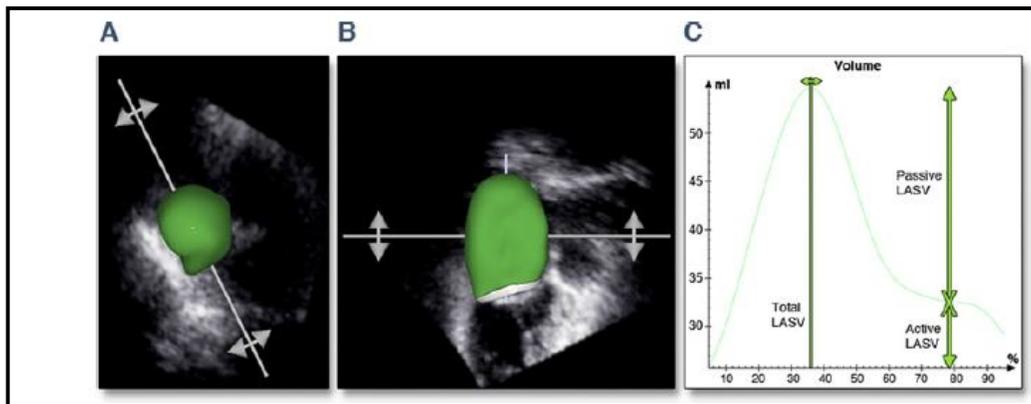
Uso de la ecocardiografía en 3D en la evaluación de los volúmenes de las fases de la aurícula izquierda.
